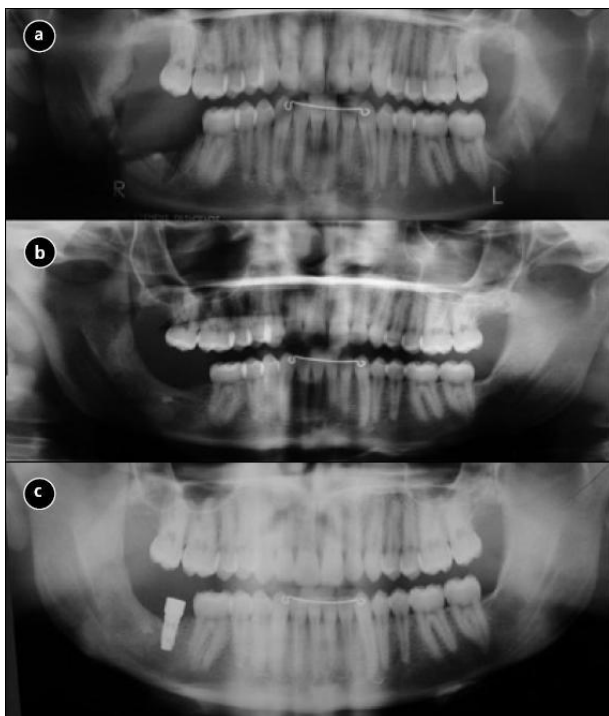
Radiografia panorâmica de paciente incluído no estudo de Clokie *et al*, demonstrando defeito ósseo mandibular considerável decorrente de ressecção cirúrgica no sector posterior direito. (a) – Imagem inicial; (b) – 1 ano após reconstrução com bioimplante contendo BMP7; (c) – 4 meses após colocação de implante, verificando-se osteointegração do mesmo no osso recém regenerado. (Fonte: Clokie et al⁽⁴⁴⁾)
